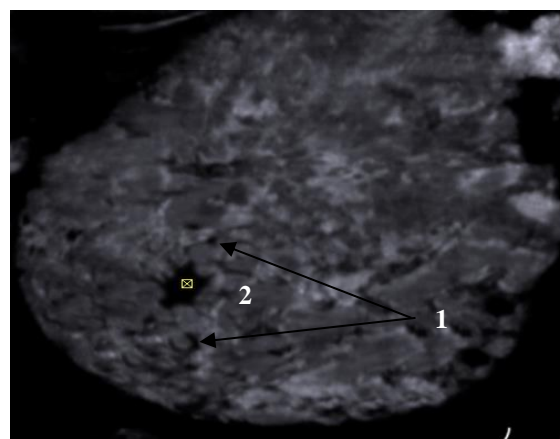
2Б Сонотомограмма левой молочной железы. Косой латеральный срез. Сосок обозначен желтым маркером.
